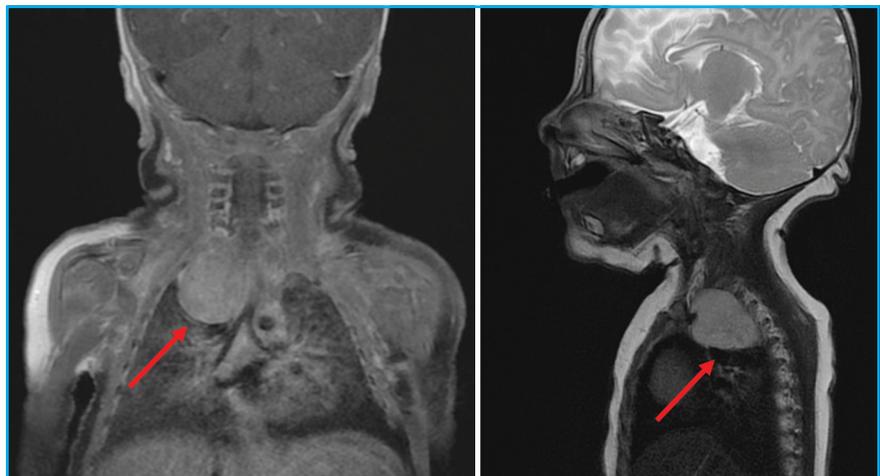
IRM cervico-thoracique chez un nourrisson mettant en évidence une métastase de neuroblastome révélée par un syndrome de Claude Bernard-Horner.
